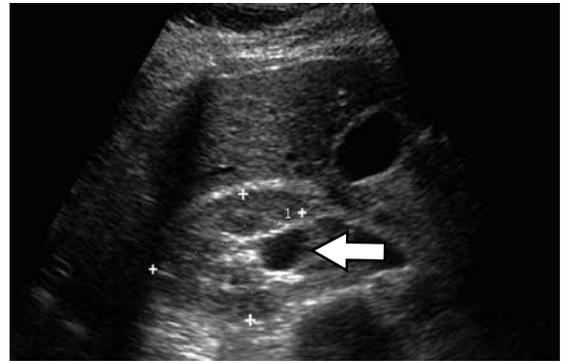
Error cometido durante la integración psíquica, categoría Variante fisiológica interpretada como enfermedad. Se muestra una ecografía renal con dilatación de la pelvis renal (flecha) por distensión severa de la vejiga que fue interpretada como hidronefrosis obstructiva.
